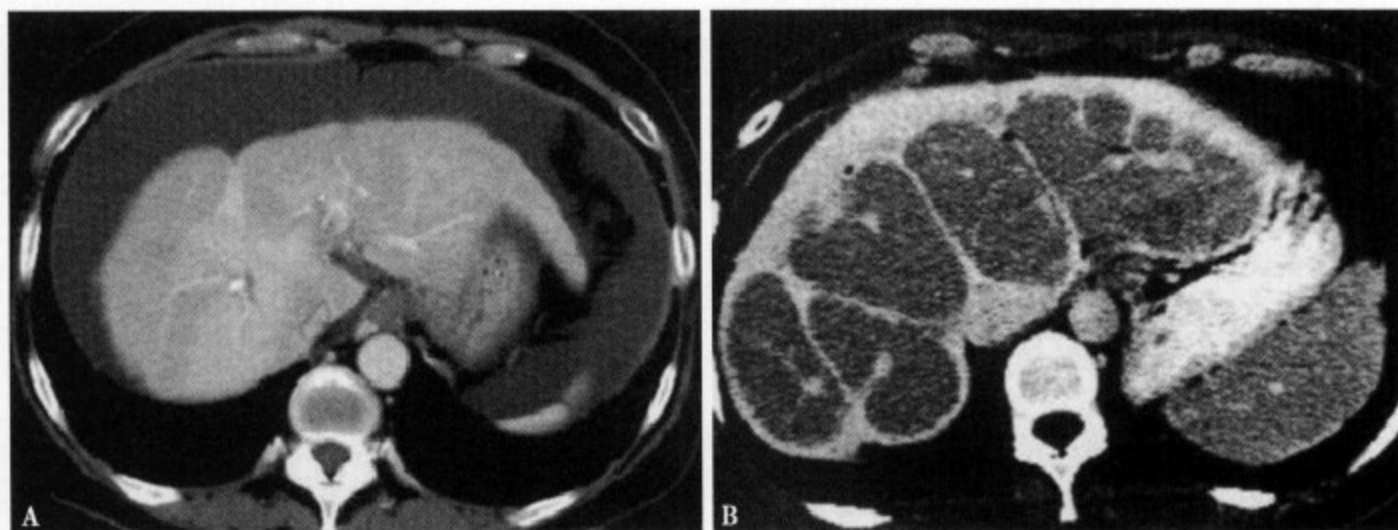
增强 CT 动脉期 (A) 示地图样低密度均匀性中度强化，同时见肝脾周围大量腹水；延迟期 (B) 可见斑片状、星芒状及线条样强化，其它区域相对密度减低，呈典型的“马铃薯”样肝脏
